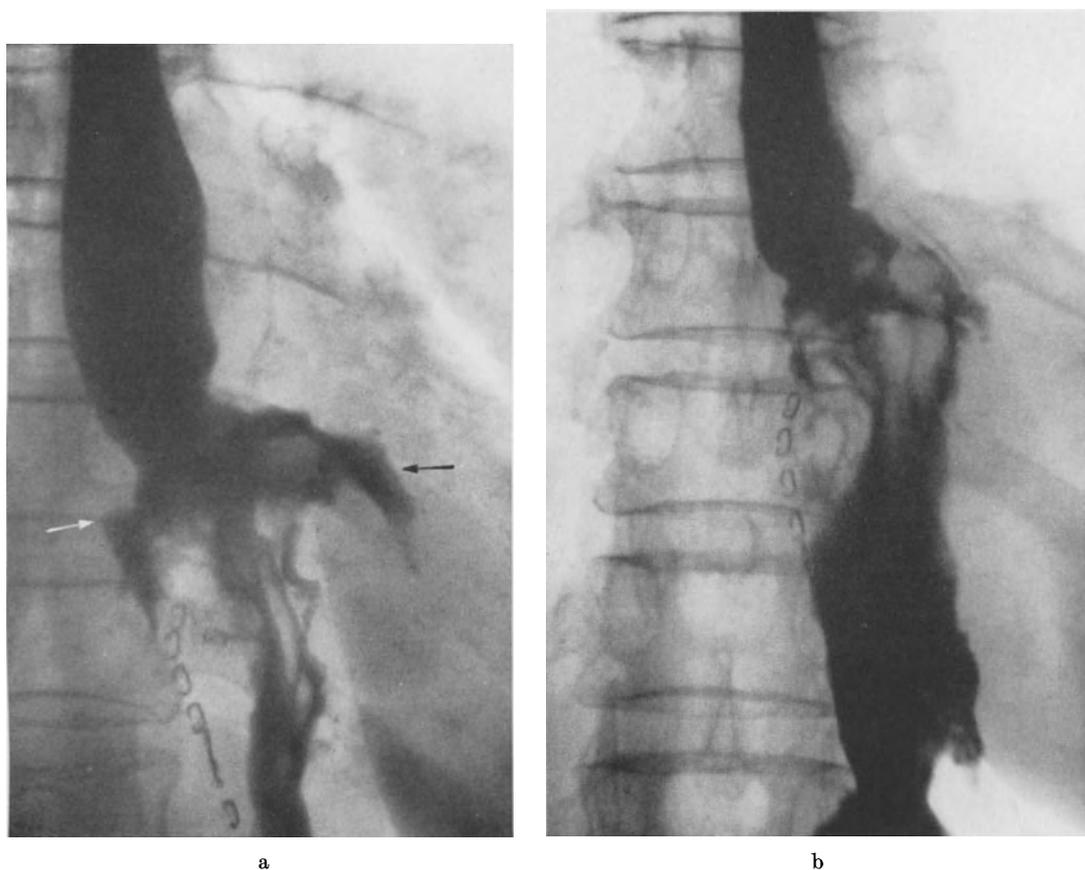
u. b. Mediastinalabsceß 3½ Wochen nach Kardiaresektion infolge Nahtinsuffizienz. Ausheilung nach konservativer Behandlung mit Duodenalsonde. a Übertritt von Kontrastmittel in das Mediastinum an der Anastomose zwischen Oesophagus und Magen (→). b Röntgenkontrastuntersuchung des Oesophagus nach Ausheilung des Mediastinalabscesses. Keine Narbenstenose
